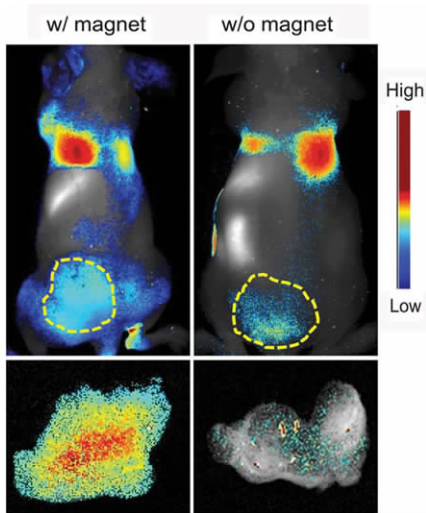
活体成像结果(上排),与 MRI 数据相关,在附磁铁的肿瘤中观察到明显更多的荧光信号,(下排)解剖肿瘤的体外成像,与对照组相比,在被磁铁吸附的肿瘤中,硅藻土的积累量增加了 6.4 倍^[55]
